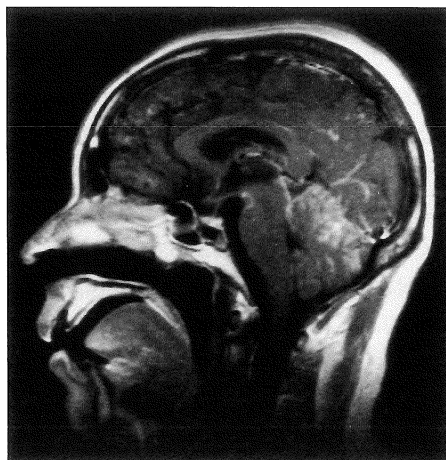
Case 2. Contrast-enhanced T<sub>1</sub>-weighted MR image (1.5T) shows marked enhancement in the cerebellar sulci as well as moderate enhancement on the surface of the midbrain and pons. Abnormal enhancement is also noted in some sulci of the occipital lobe.
